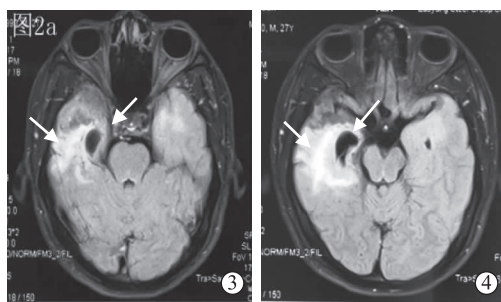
头颅 MRI(2017 年 4 月 18 日)显示右侧颞下 FLAIR 高信号,右侧颞、岛、海马部分萎缩(箭头所示)
